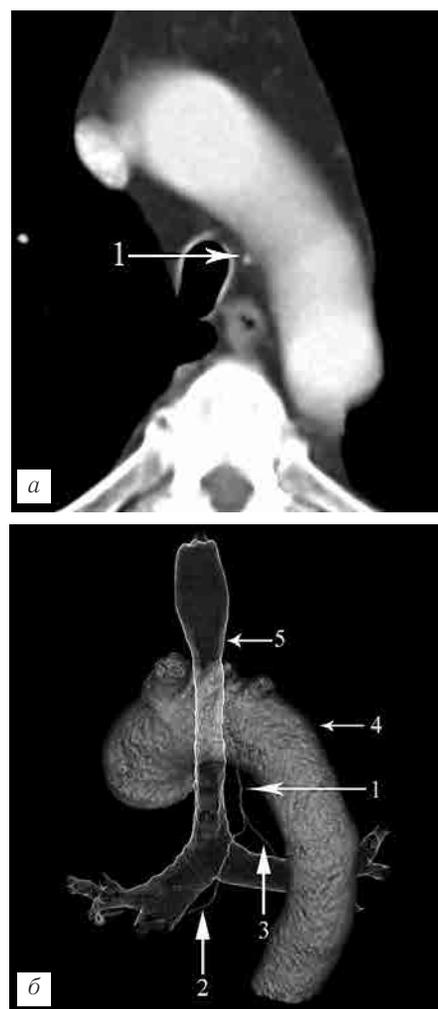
Эктопический вариант (по Remmy-Jardin) отхождения бронхиальных артерий единым стволом от дуги аорты: *а* — фрагмент компьютерной томограммы; *б* — трехмерная реконструкция бронхиальных артерий. 1 — общий ствол бронхиальных артерий в месте отхождения от дуги аорты, 2 — правая бронхиальная артерия, 3 — левая бронхиальная артерия, 4 — аорта, 5 — трахея и бронхи.
